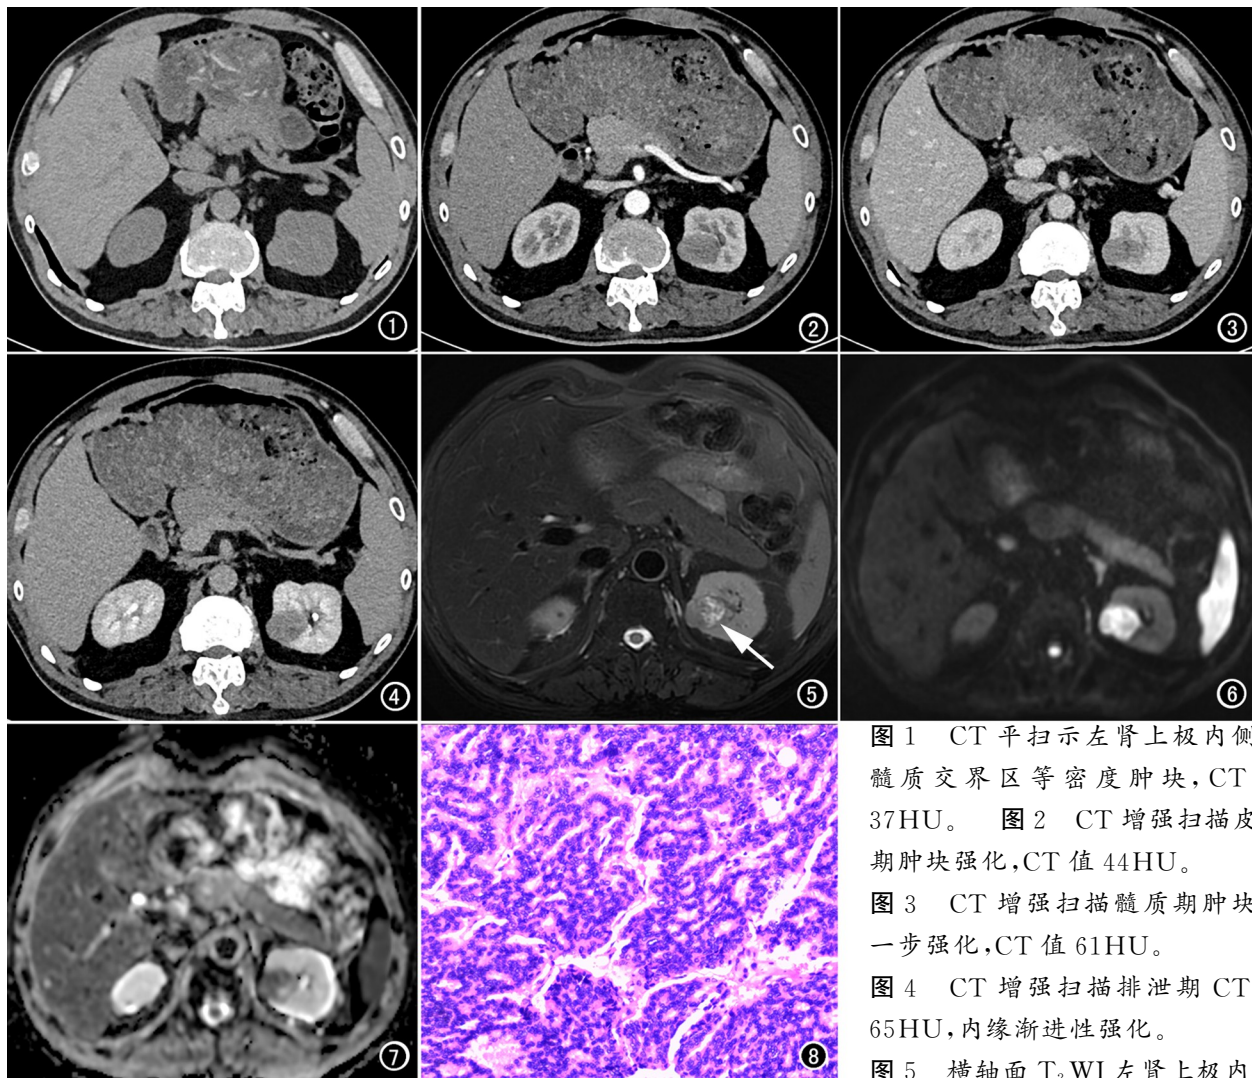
CT平扫示左肾上极内侧皮髓质交界区等密度肿块, CT值37HU。图2 CT增强扫描皮质期肿块强化, CT值44HU。
